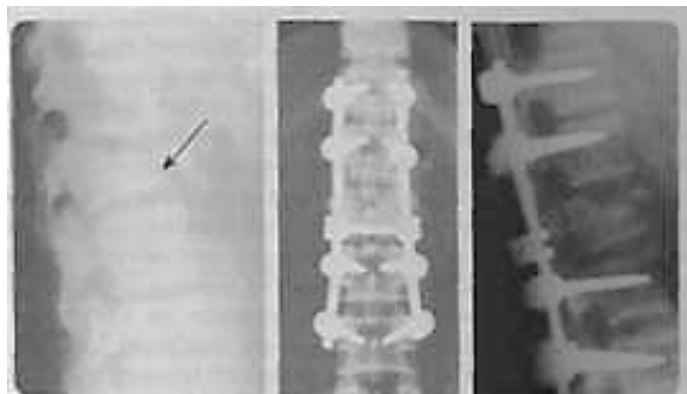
Рентгенограми з нестабільним компресійно-уламковим переломом тіла і хребця, посттравматичною кіфотичною деформацією, стенозом (звуженням) хребтового каналу до і після оперативного лікування
